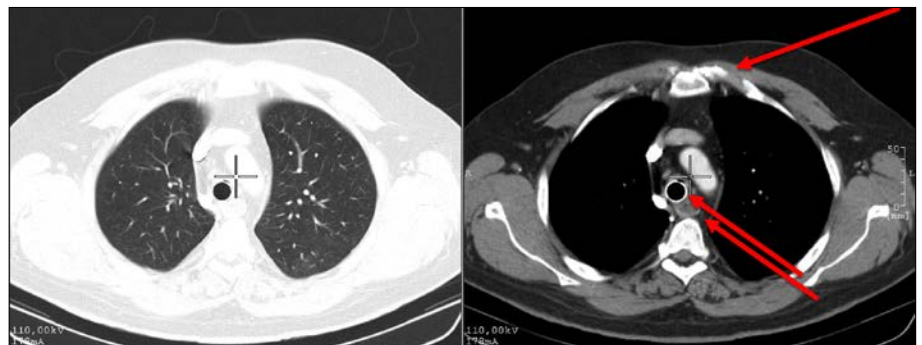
Thorax-CT – liegender Trachealstent, Ösophagusmotilitätsstörung und Knorpelentzündung tracheal und kostal
